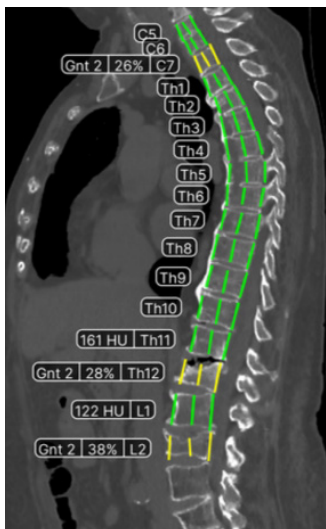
КТ органов грудной клетки и брюшной полости, сакитальный реформат с результатами автоматической сегментации и анализа позвонков. В программе сегментированы и маркированы шейные, грудные и поясничные позвонки, определена плотность позвонков в ед. X., оценена степень компрессии позвонков по Genant
